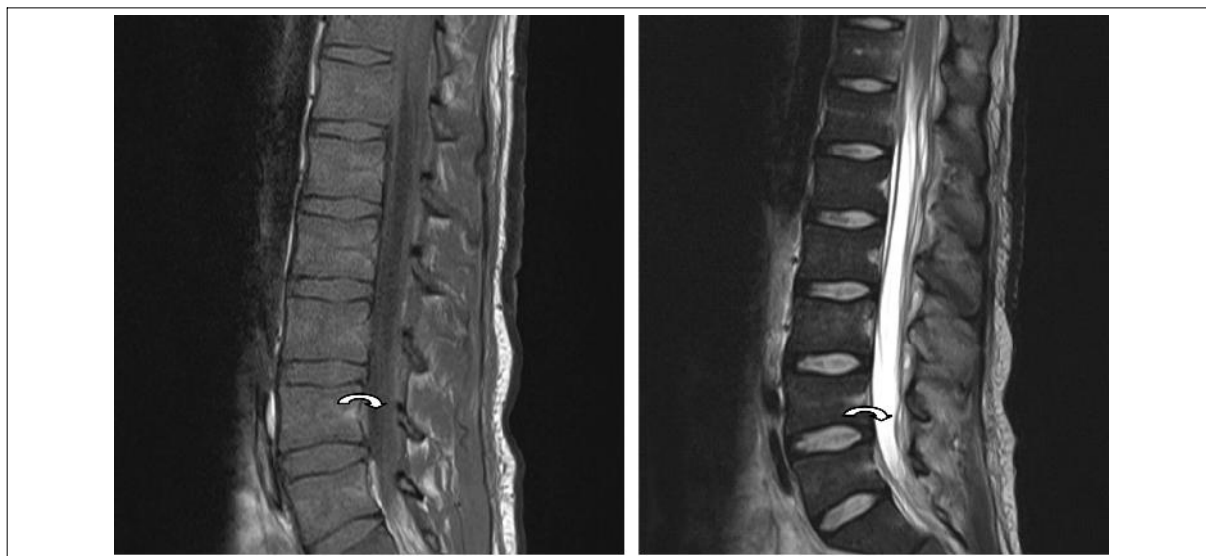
Se señala empiema epidural espinal (flecha) en corte sagital de resonancia nuclear magnética de columna dorsal. Se observa imagen hipointensa en T1 (izquierda) e hiperintensa en T2 (derecha).
